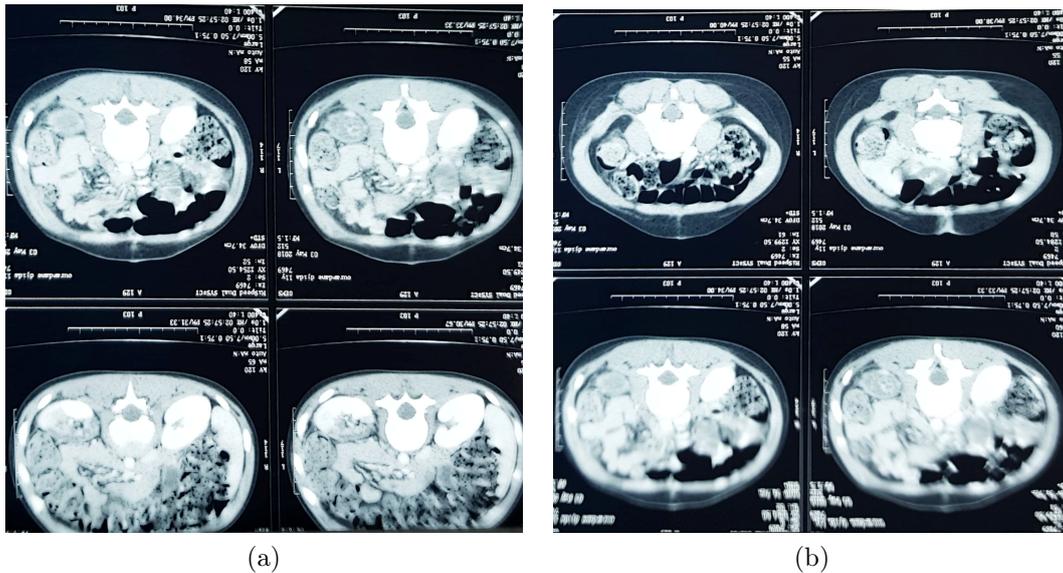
TDM abdomino pelvienne montrant des contusions du rein gauche
